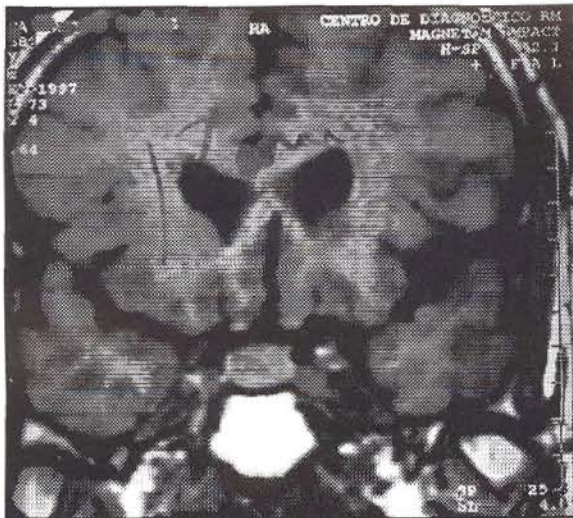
Corte Coronal de la IRM, T1 que muestra una lesión sólida hipointensa en el lado derecho de la glándula que deforma el contorno superior de la misma compatible con adenoma.
